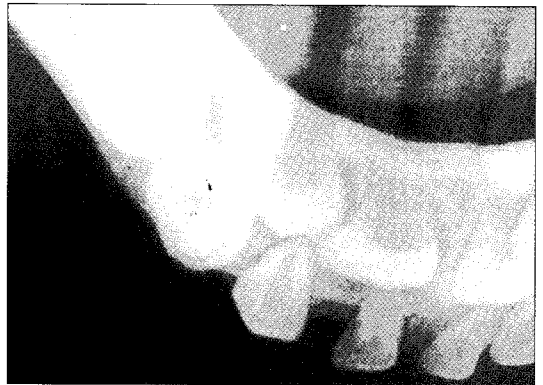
Occlusal radiographic view after treatment
